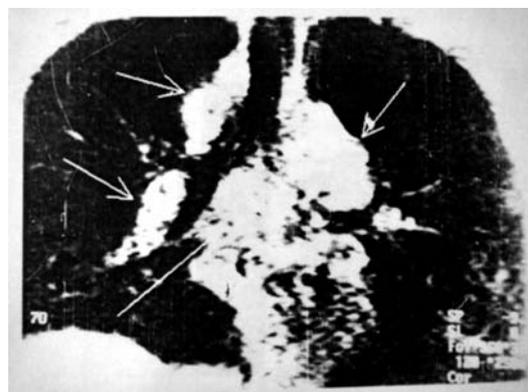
МРТ во фронтальной проекции. Увеличены все группы лимфатических узлов (T1 взвешенное изображение)
